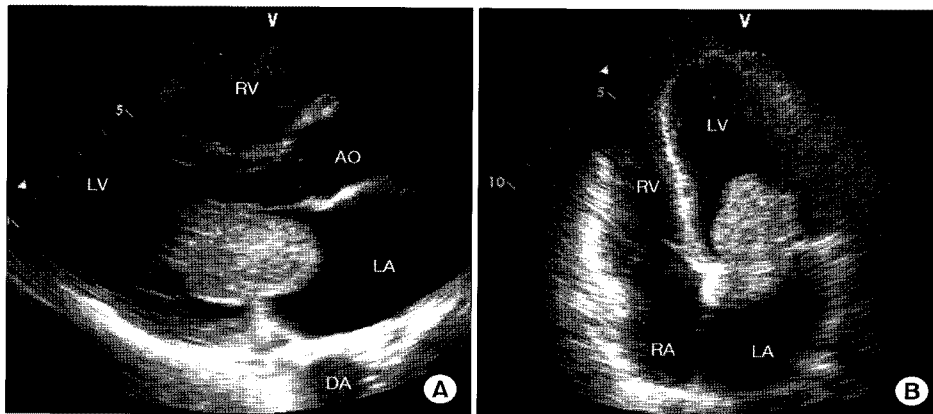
Transthoracic echocardiogram of prolapsing type of left atrial myxoma. (A) Parasternal long-axis view showing a tumor mobile enough to move down to the mitral annular plane during diastole. (B) Apical 4-chamber view showing similar finding. LA=Left atrium; LV=Left ventricle; RA=Right atrium; RV=Right ventricle; AO=Ascending thoracic aorta; DA=Descending thoracic aorta.
